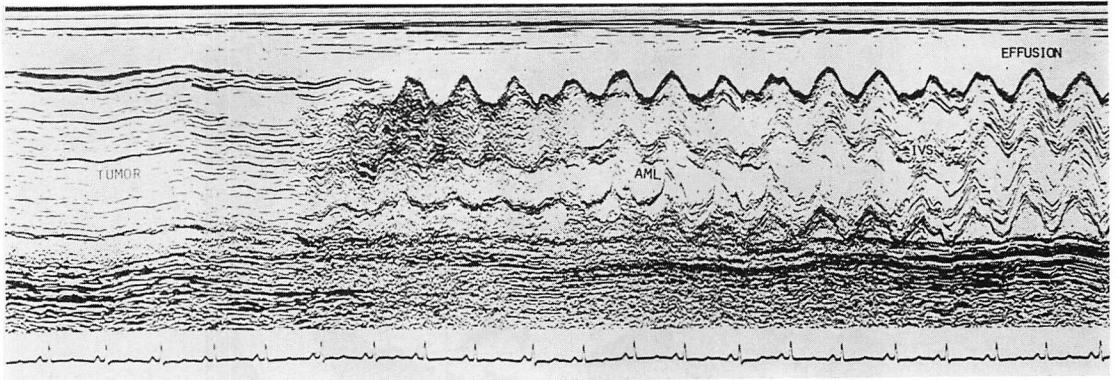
M-mode echocardiogram scanned from the aortic root to the apex.
